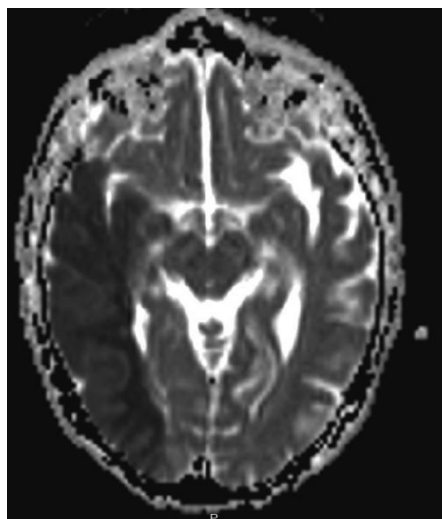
RM de encéfalo; corte axial MAPA de ADC. Lesión isquémica aguda en territorio silviano derecho.
